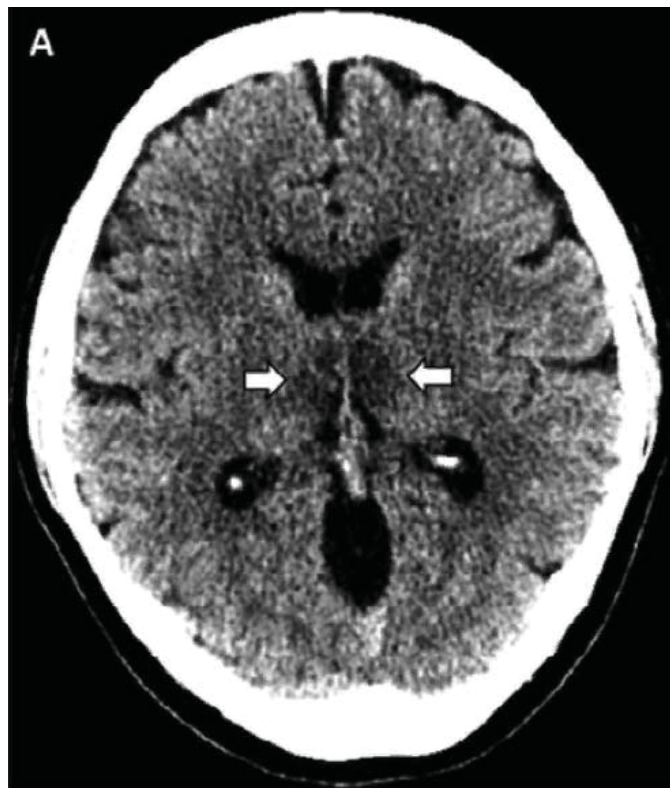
Острая некротизирующая энцефалопатия при SARS-CoV-2. КТ головного мозга. Стрелками показано очаговое поражение в проекции таламусов [14].
